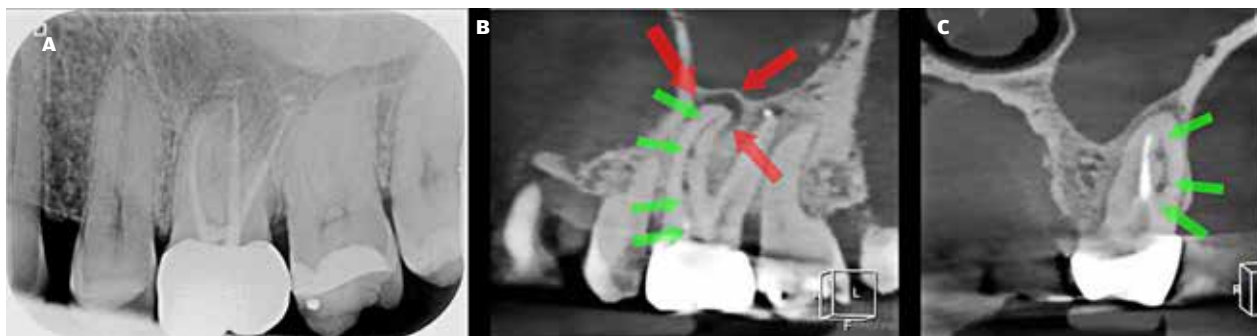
Eksempel på +6 med en uinstrumenteret rodkanal og apikal parodontitis. A. Periapikalt røntgenbillede. B. CBCT-snit i sagittalplanet, der viser uinstrumenteret rodkanal i den mesiofaciale rod +6 (grønne pile) og med apikal opklaring (røde pile). C. CBCT-snit i koronalplanet, der viser den mesiofaciale rod +6 med en uinstrumenteret facial rodkanal (grønne pile). Case udlånt af specialtandlæge i tand-, mund- og kæbekirurgi Lars Hjelm Johannesen, Nørresundby.
